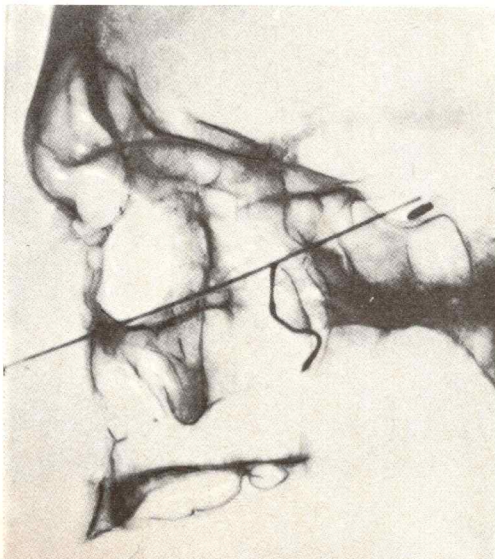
Radiografía de perfil que muestra el trayecto de un estilete que alcanza a la silla turca pasando por las fosas nasales.
